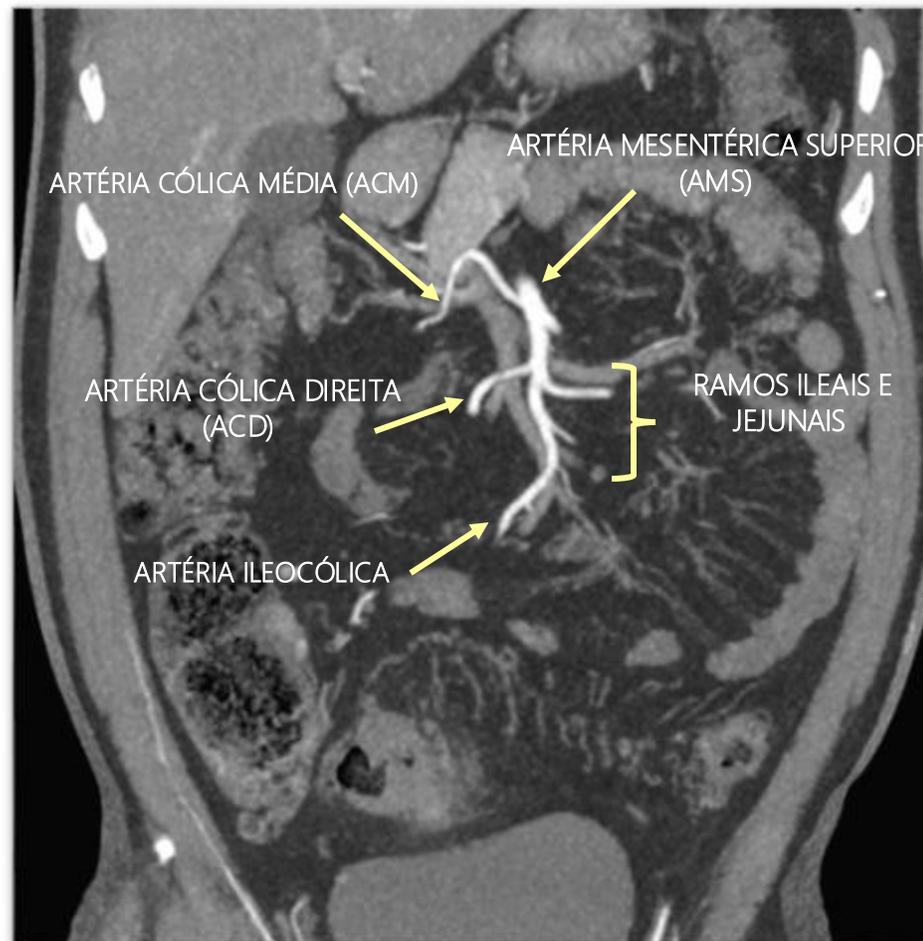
Imagem coronal em *maximum intensity projection* (MIP) de angiotomografia computadorizada demonstrando os ramos da artéria mesentérica superior.
